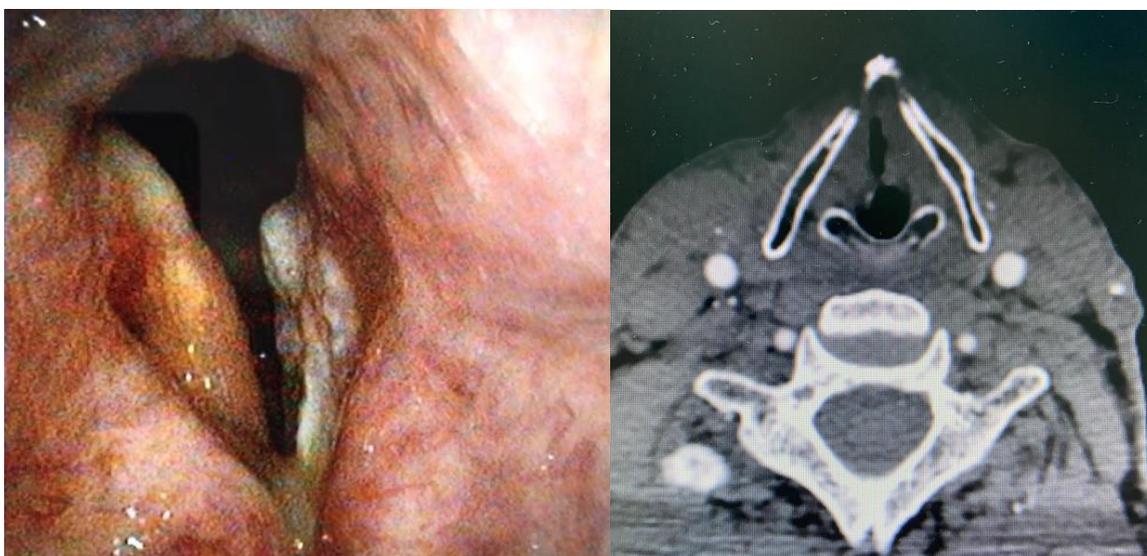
На рисунке представлена эндоскопическая картина и данные КТ одного пациента с опухолевым поражением левой голосовой складки
